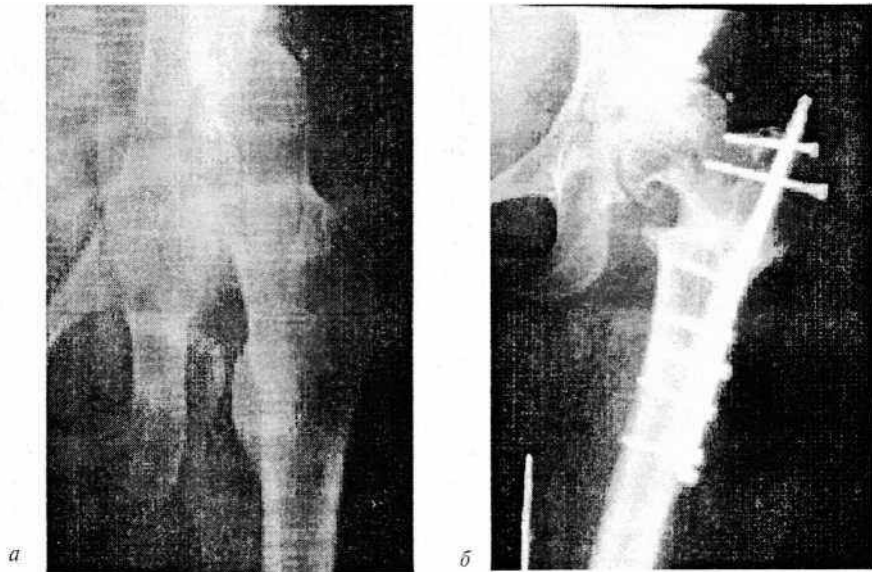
Рентгенограммы тазобедренного сустава: диспластический коксартроз (а), сросшийся перелом верхней трети бедренной кости после варизирующей остеотомии (б)
